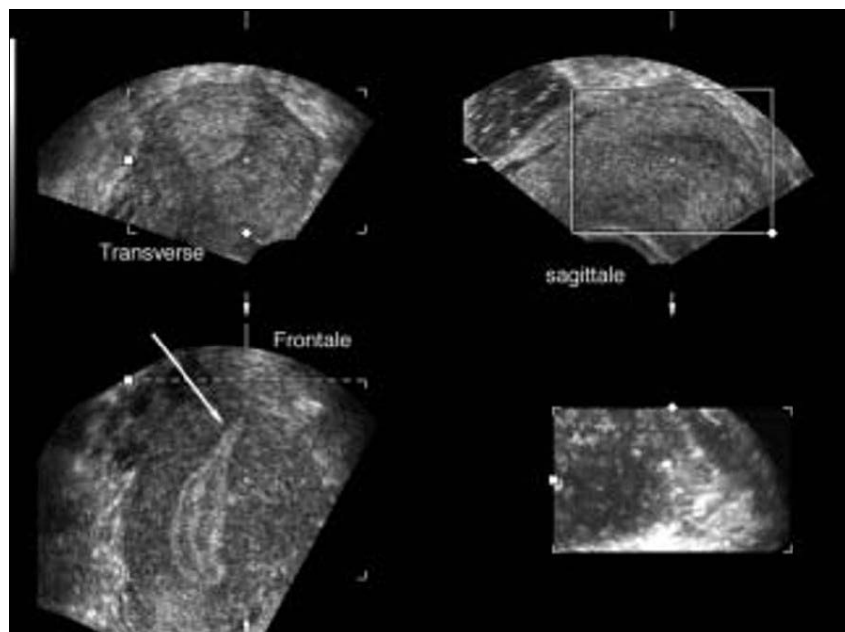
Échographie vaginale 3D, la cavité présente en coupe frontale un « aspect en flamme de bougie ». La portion interstitielle de la trompe est bien visible (flèche) (31)
